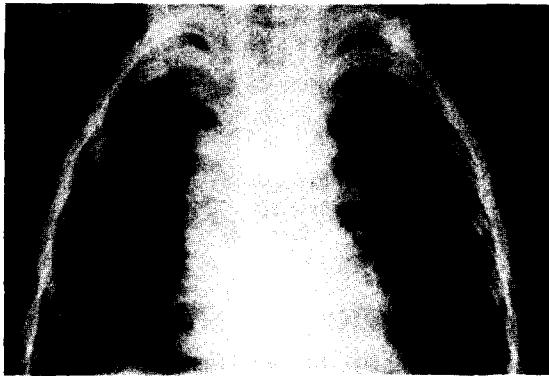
Postoperative chest X-ray. Air tracheogram is well preserved.
